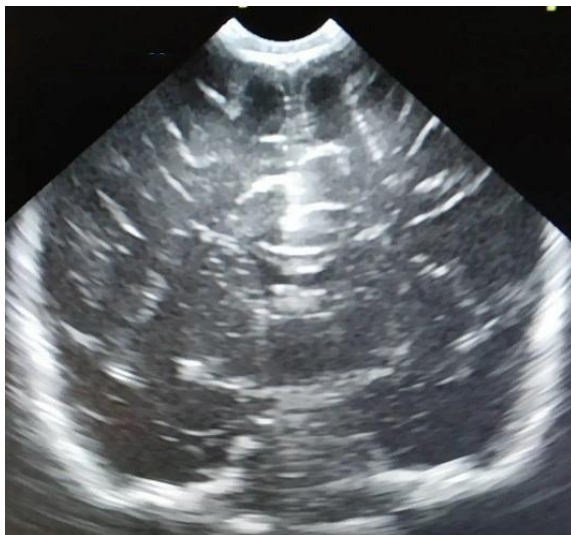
Типичный фрейм УЗИ головного мозга
